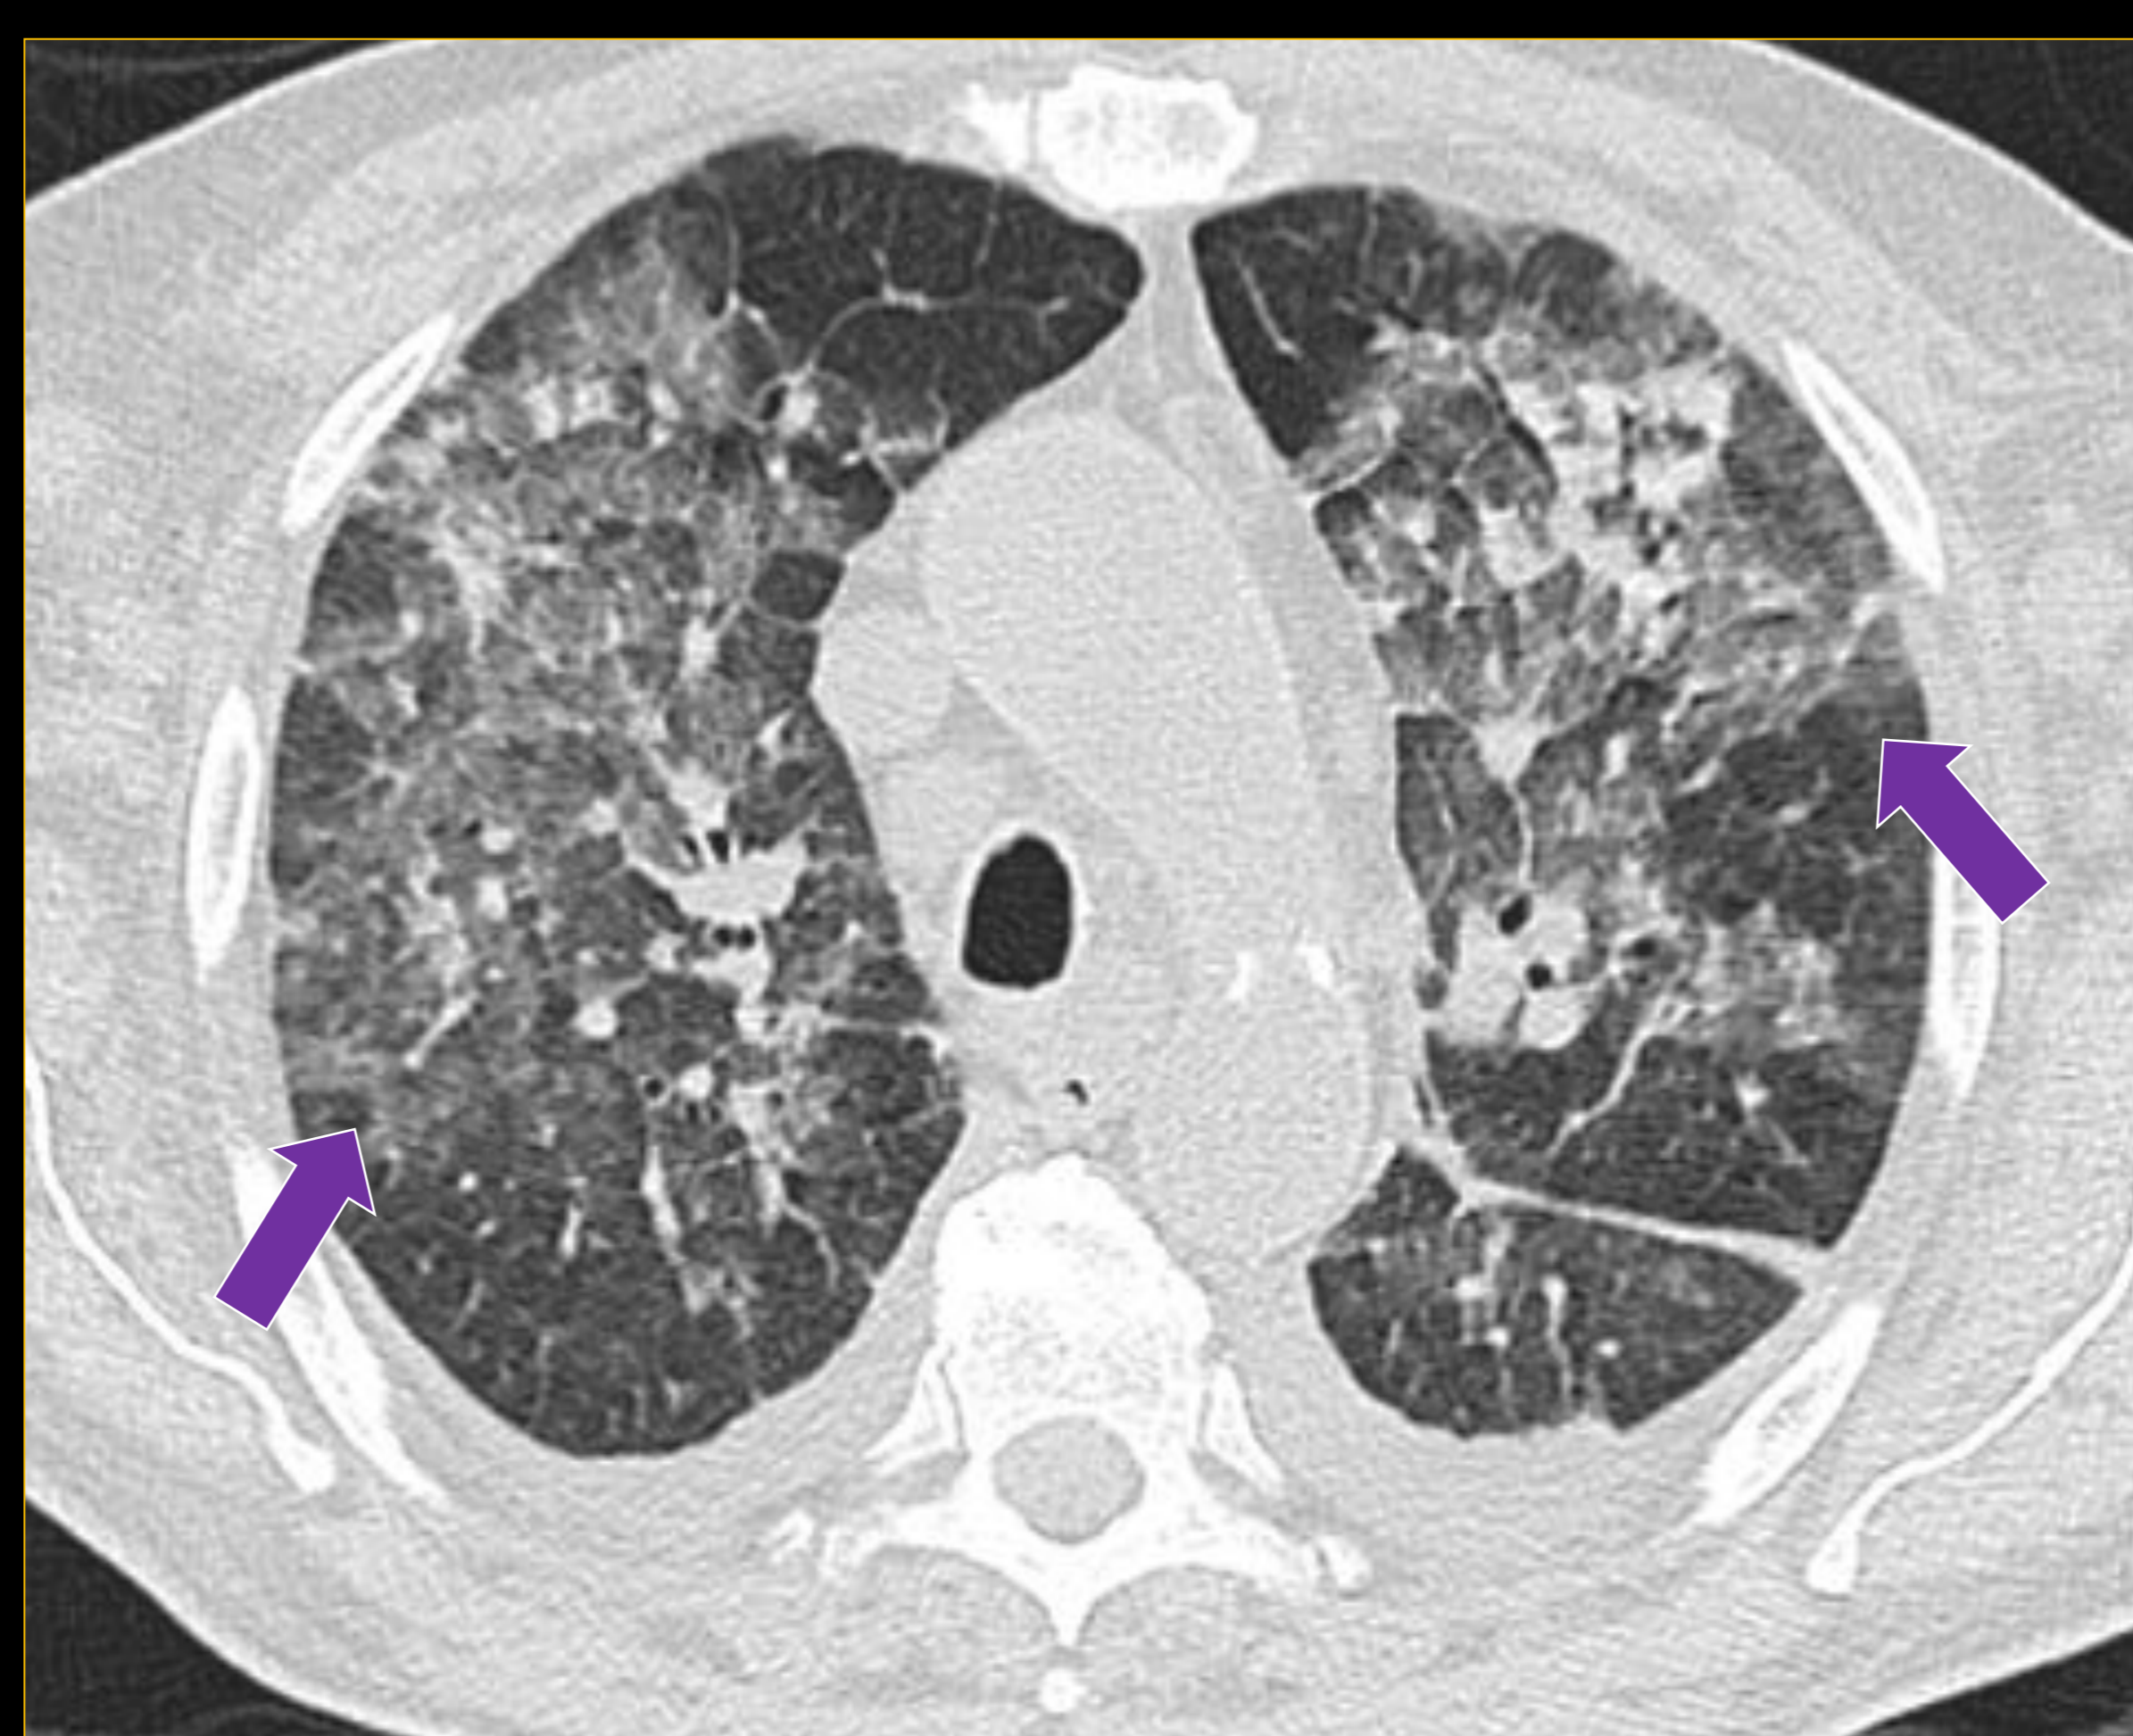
Hemorragia alveolar difusa. Paciente con disnea y baja saturación. Imagen: TC de tórax sin administración de contraste endovenoso, corte axial. Condensaciones en vidrio deslustrado bilaterales con tendencia a la confluencia y formación de consolidaciones (→).
